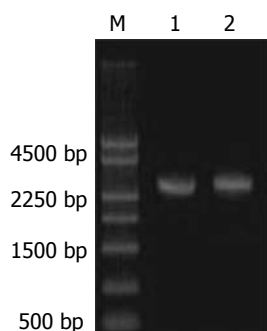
PCR检测细胞转染情况。M: Marker 250 bp DNA Ladder; 1: 转染细胞SCG7901/CD-TK(2.5 kb阳性条带); 2: 转染细胞HeLa/CD-TK(2.5 kb阳性条带)。
